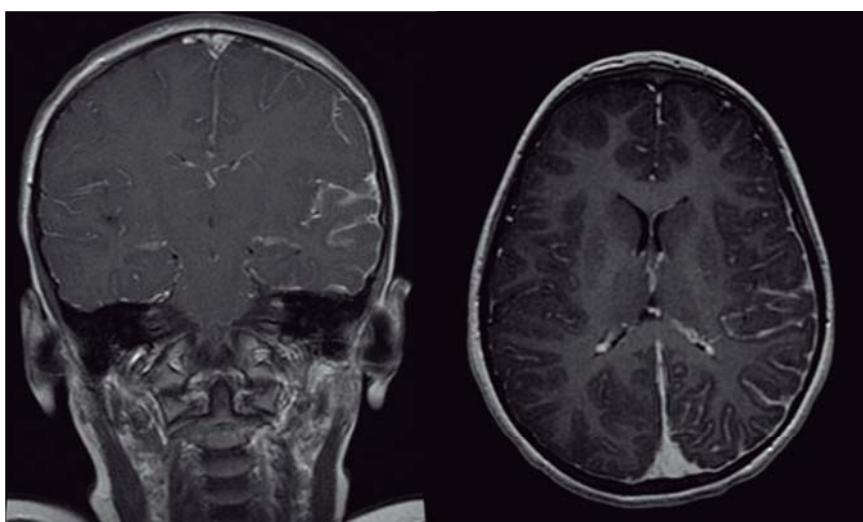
Resonancia magnética nuclear: secuencias T1 postcontraste (axial SPGR T1 y coronal FSE T1). En ambas se aprecia el realce leptomenígeo asimétrico a nivel temporal izquierdo respecto del lado contralateral.
